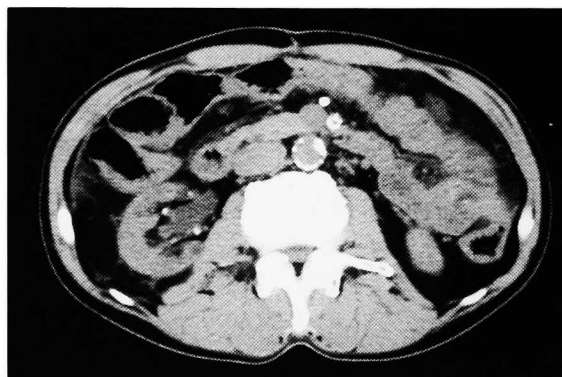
Abdominal computed tomography revealed right hydronephrosis without calcium stones.
